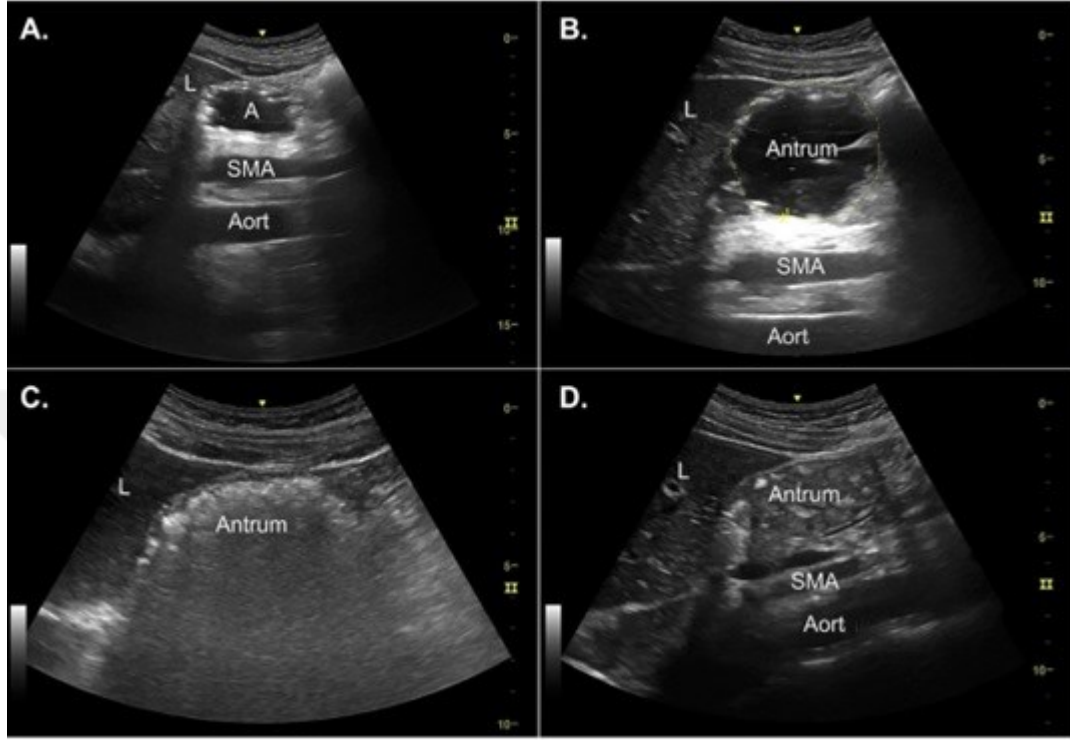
Mide antrumunun ultrasonografik görüntülenmesi
